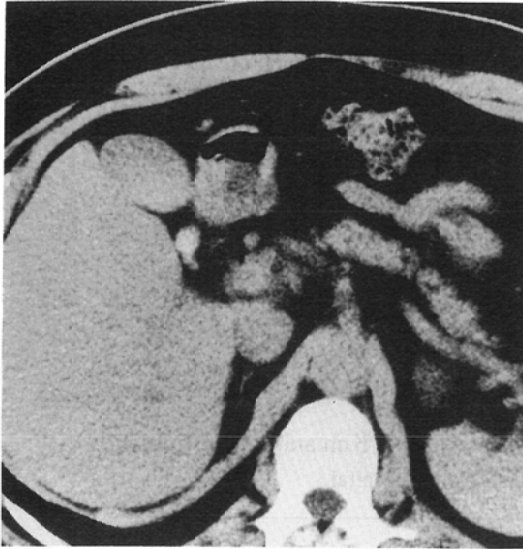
CT scan 1day after angiography shows gallbladder opacification
